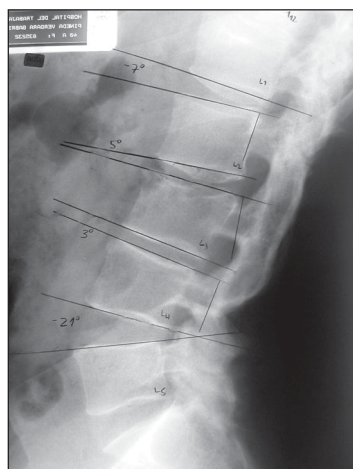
A: Radiografía AP, B: extensión y C: flexión (73 meses).
